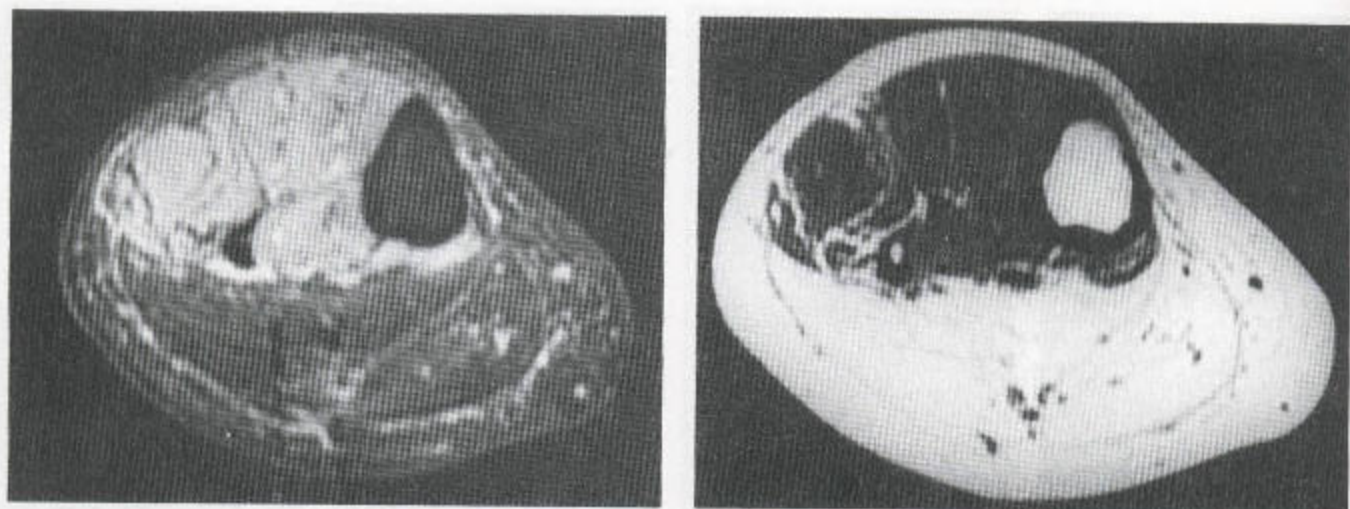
已确定的脊髓灰质炎 MRI 上，在脂肪抑制和 T₁ 加权扫描图上明显显示肌萎缩和脂肪肥厚。
